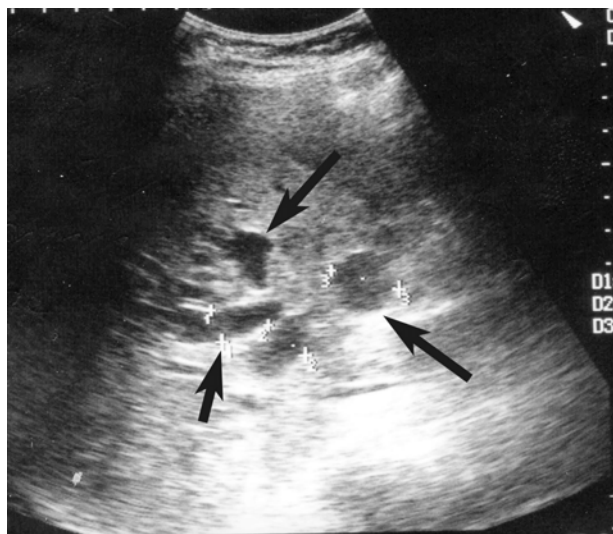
УЗИ. Расширение внутривнутрипеченочных протоков правой доли при опухоли Клатцкина.
